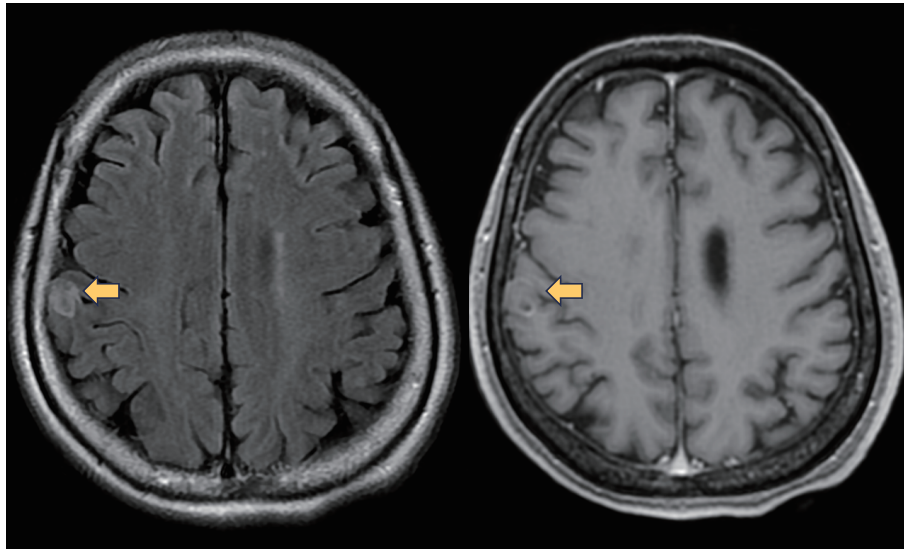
Head magnetic resonance imaging findings. FLAIR imaging showed one well-circumscribed high signal in the right frontal lobe, and a contrast-enhanced T1-weighted image showed a ring-enhanced low-signal area.
